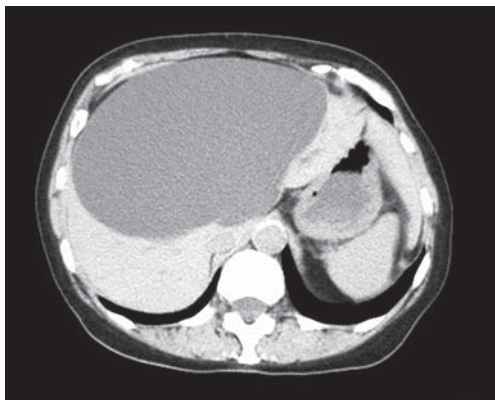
КТ-картина гигантской кисты печени
